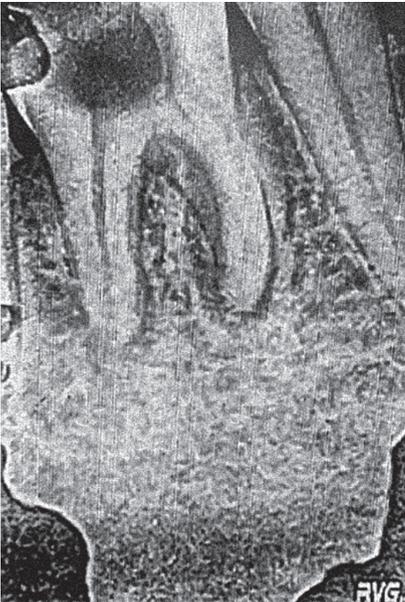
Прицельная рентгенограмма зуба 4.6, ставшего причиной острого гнойного периостита нижней челюсти справа
